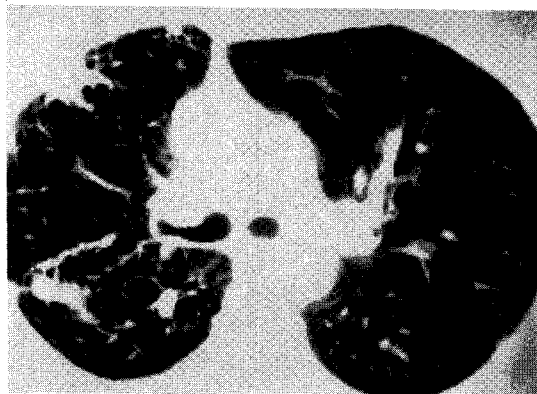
Chest high resolution CT shows diffusely scattered tiny thin-walled cysts.
